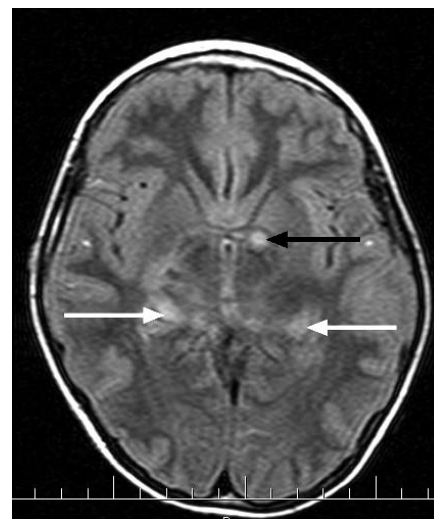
Characteristic foci of vacuolized myelin in basal ganglia (black arrow) and thalami (white arrows), axial FLAIR (Fluid attenuation inversion recovery) image.
